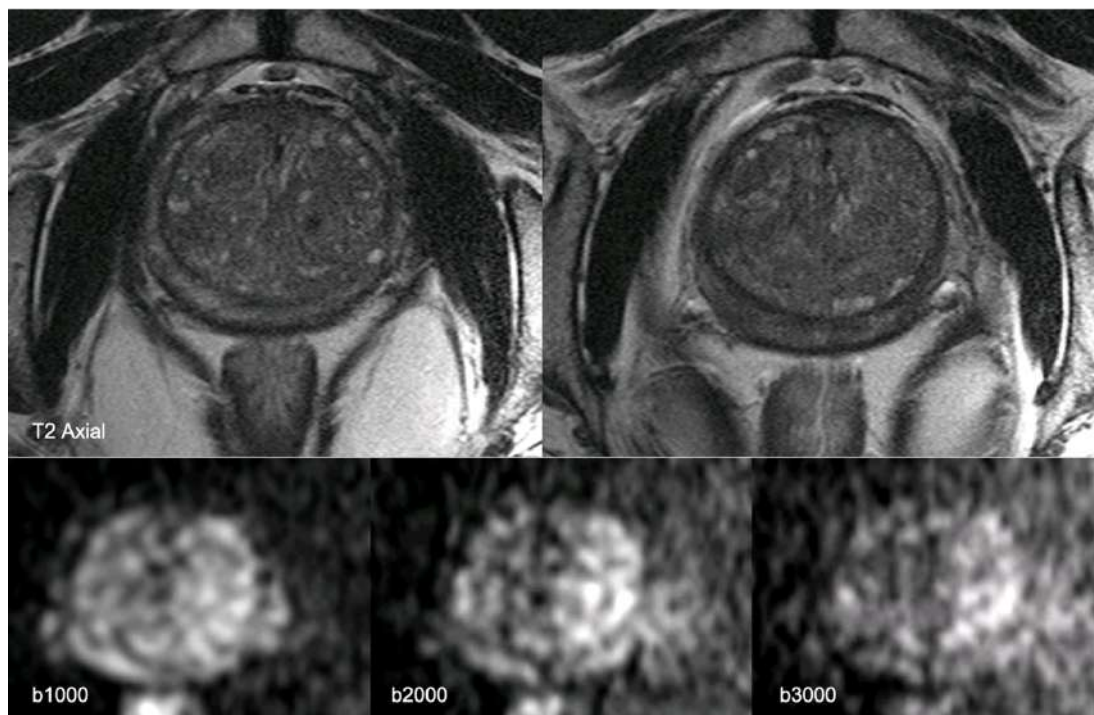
Hiperplàsia prostàtica de clar predomini estromal. Les imatges axials ponderades en T2 mostren la disminució de senyal predominant i difusa que afecta la ZT de la pròstata. Les imatges de la RM Difusió amb factors b2000 i b3000 mostren l'augment de senyal a ZT esquerra que es va biopsiar de forma selectiva amb resultat AP d'hiperplàsia glandular estromal, atròfia glandular i prostatitis crònica lleu focal.
